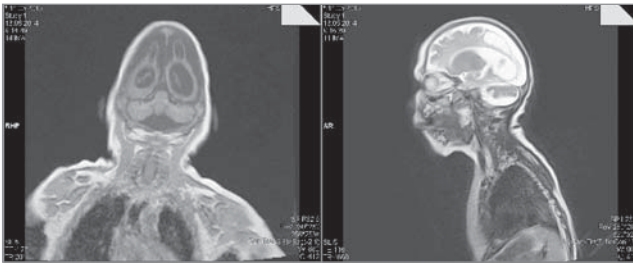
МРТ головного мозку у віці 11 місяців з мультикістозною трансформацією головного мозку внаслідок гіпоксично-геморагічного ураження
